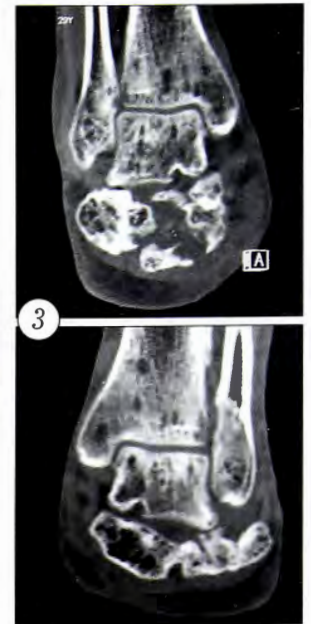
Компьютерные томограммы во фронтальной плоскости при поступлении.
